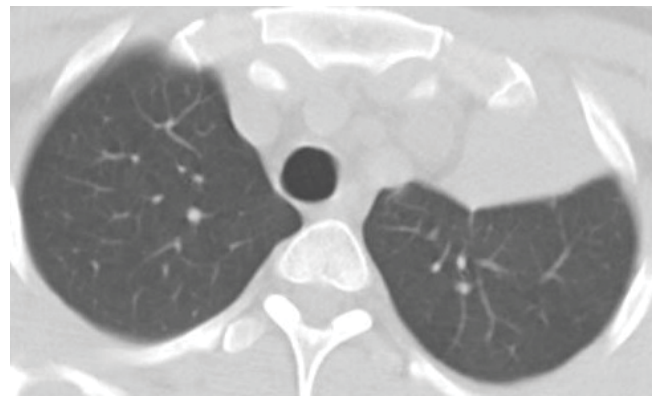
МСКТ ОГП через 2 місяці лікування. Стан після бронхоблокації верхньодольового бронху лівої легені (ателектаз верхньої долі, інфільтрат з порожниною розпаду не виявляються).
